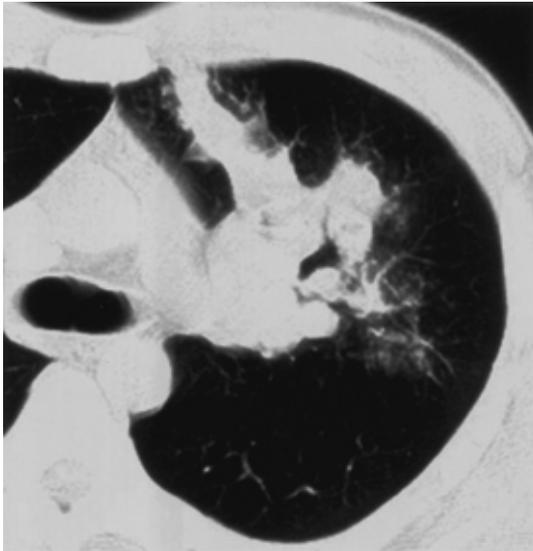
Chest CT film obtained on admission, showing gloved finger shadow in the left upper lobe.
